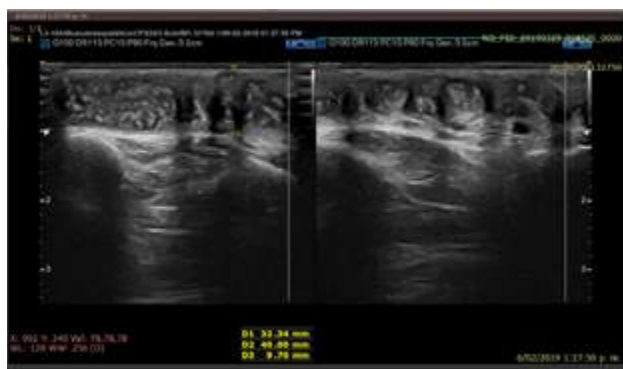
Ecografía de partes blandas de dorso de pie derecho, mostrando tumoración heterogénea con hiperecogenicidades en su interior.
